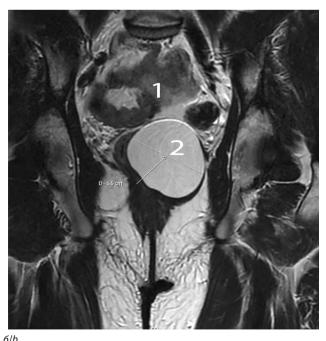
МРТ: a — фронтальная плоскость; b — сагиттальная плоскость. 1 — мочевой пузырь; 2 — эпидермальная киста
